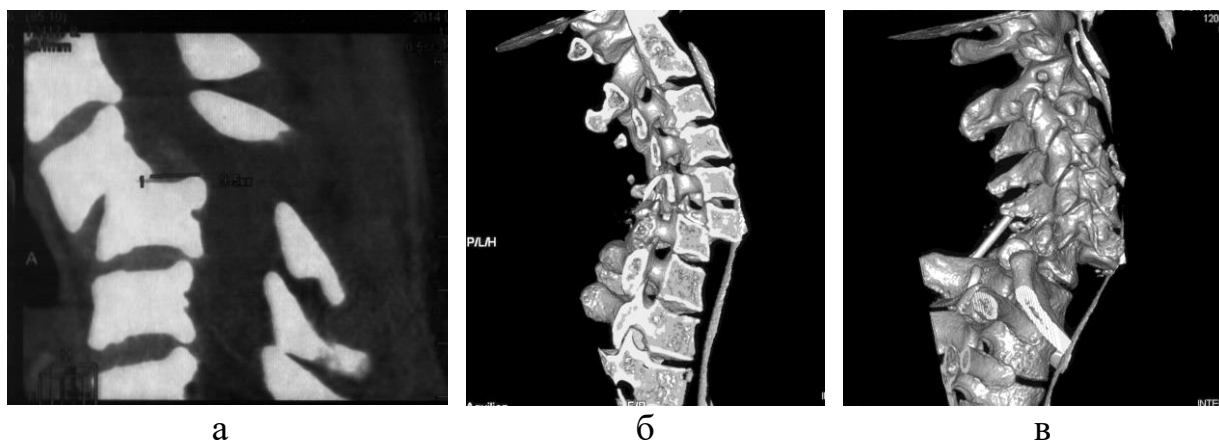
Реконструкция СКТ шейного отдела позвоночника в сагиттальной плоскости: вывих С4 (а) и С6 (б, в) позвонков
